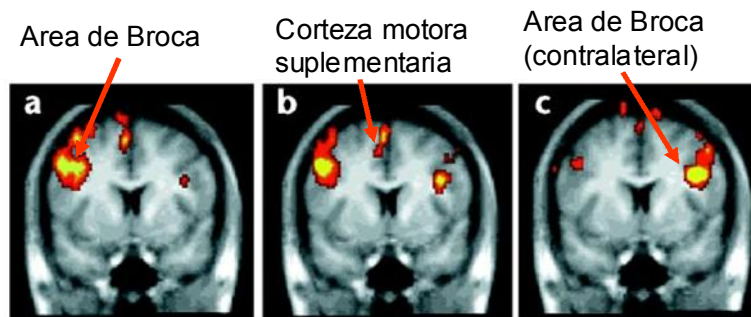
Resonancia magnética funcional durante la memorización de palabras. (2).
